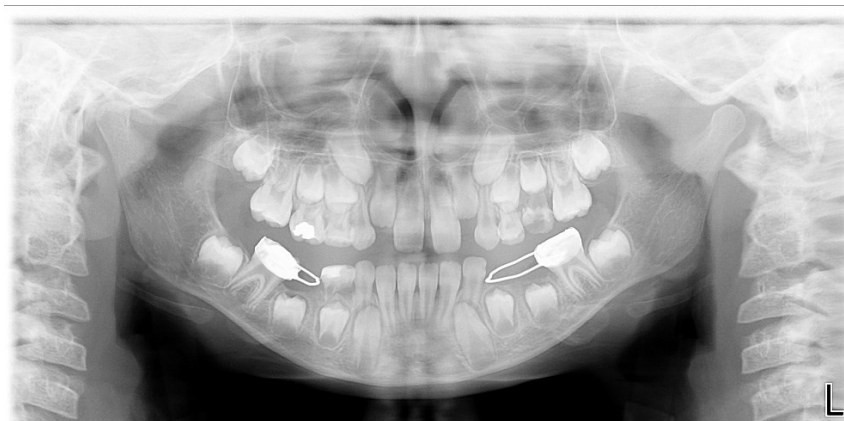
Ortopantomografia após colocação das bandas
